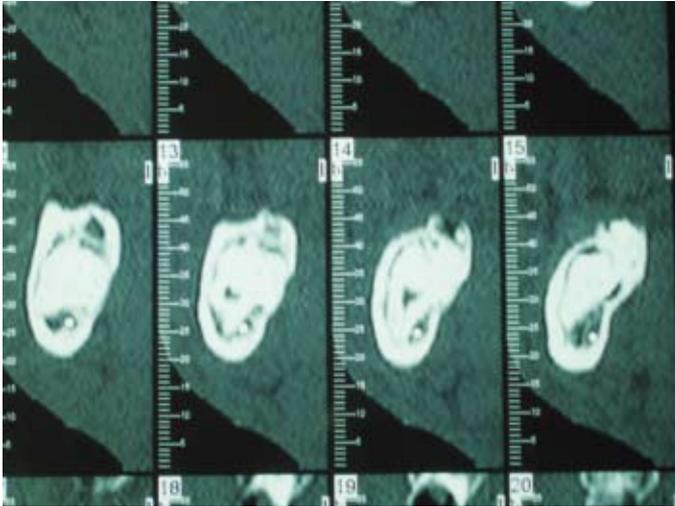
E y F: Cortes coronales mandibulares de la Tomografía Computarizada donde se aprecia tamaño, extensión y localización de la tumoración y sus relaciones con el nervio dentario inferior.
